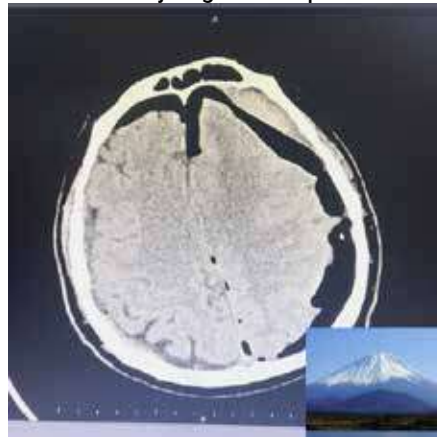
Mount Fuji Sign in the patient's CT scan.
